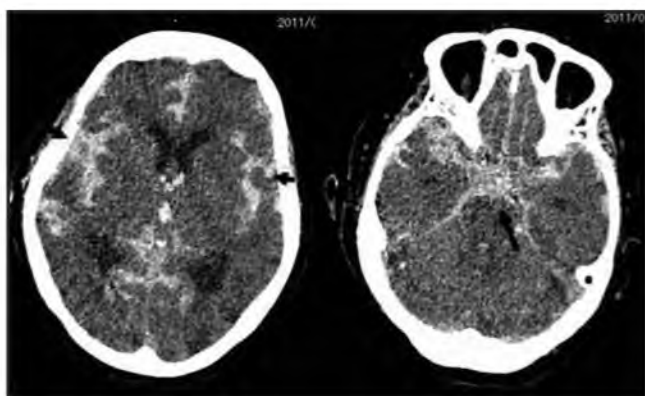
Посмертная нативная аксиальная МСКТ головы. Скоротрагическая смерть [33].
